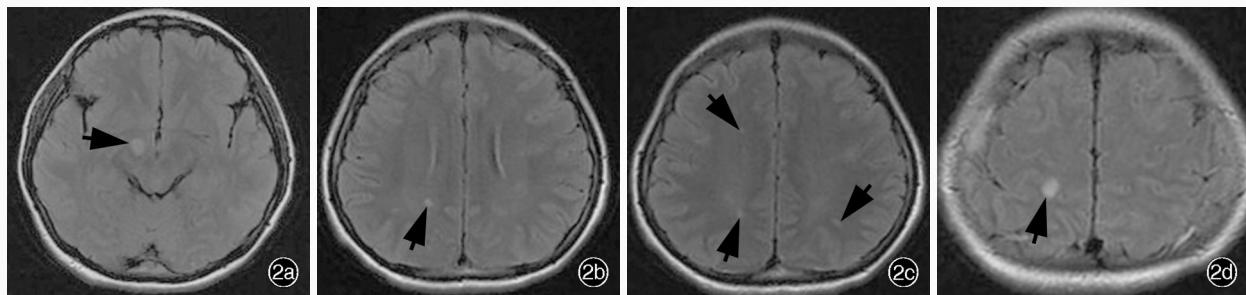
女性患者,24岁。临床诊断为抗NMDAR脑炎。头部MRI检查所见 2a 横断面FLAIR序列显示,右侧基底节、丘脑异常高信号(箭头所示) 2b,2c 横断面FLAIR序列扫描显示,右侧放射冠和半卵圆中心多个斑点状异常高信号(箭头所示) 2d 横断面FLAIR序列显示,右侧顶叶斑点状异常高信号(箭头所示)
